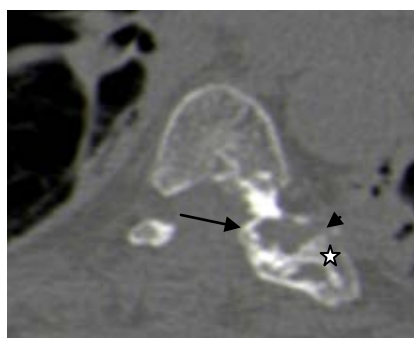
TDM thoracique en coupes axiales (fenêtre osseuse) : Chondrosarcome de D7 chez un homme de 57 ans : lésion osseuse mixte condensante et lytique (flèche) de l'apophyse transverse de D7 avec soufflure (étoile) et rupture corticale (tête de flèche).
